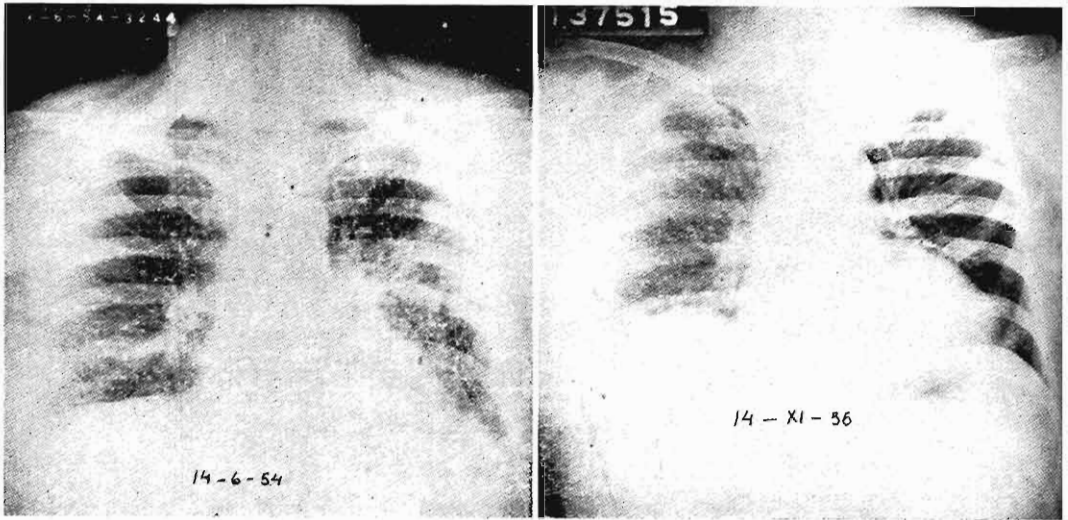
Radiografía de los pulmones antes y después del tratamiento con Propionato de Testosterona. La paciente está bajo tratamiento desde hace 35 meses habiendo recibido 15,500 mgr., se encuentra actualmente asintomática y continúa recibiendo Propionato de Testosterona. Esta paciente presentó derrame pleural en el que se encontraron células neoplásicas.
